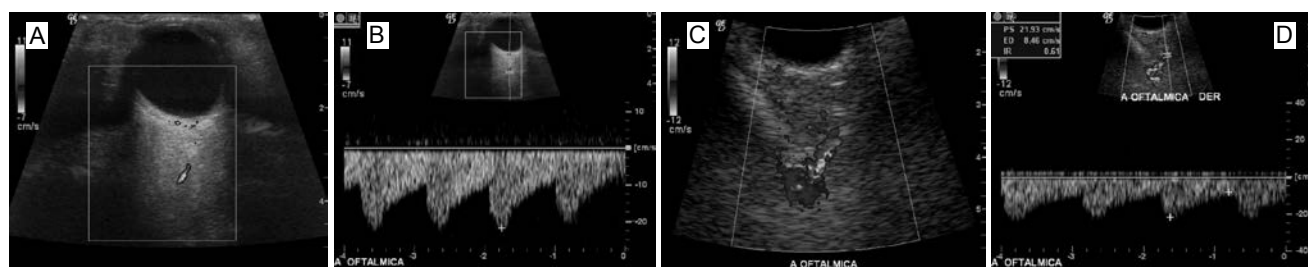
Inversión de flujo: (a) y (c) las arterias oftálmicas en Doppler color muestran espectro azul (se aleja del transductor). Se observa el valor de flujo por debajo del eje X (b) y (d) debido a la inversión de flujo.
